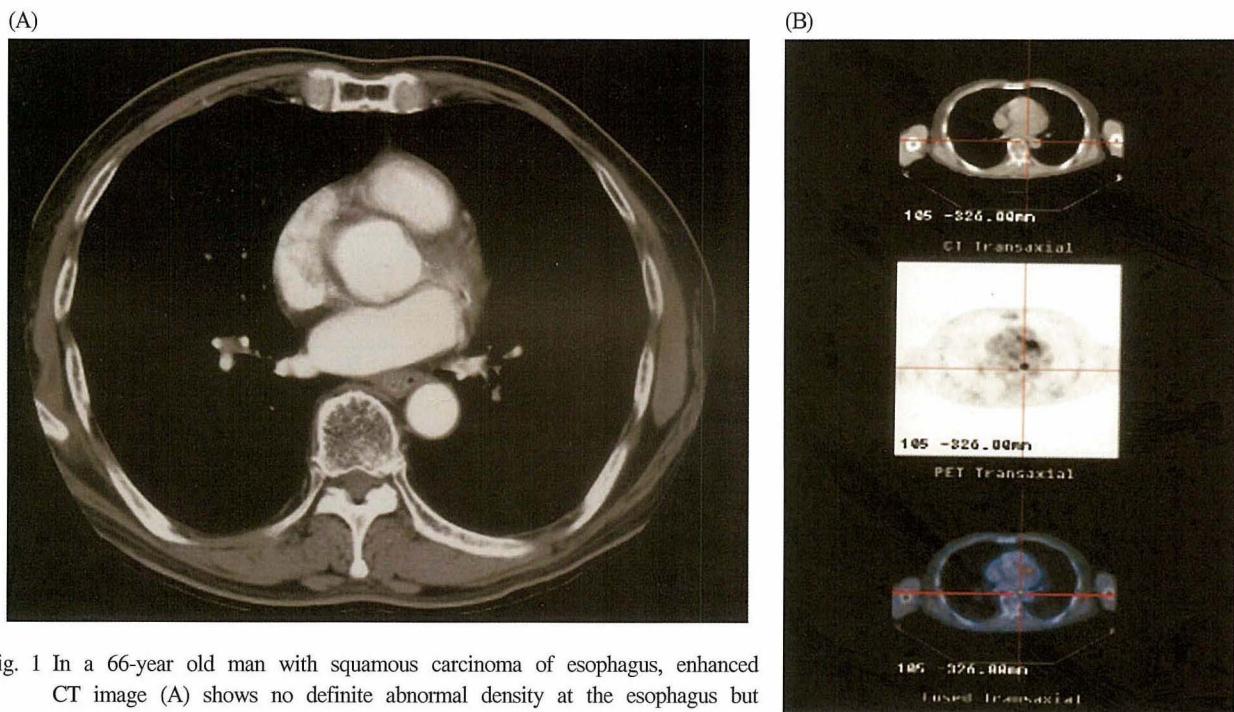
In a 66-year old man with squamous carcinoma of esophagus, enhanced CT image (A) shows no definite abnormal density at the esophagus but PET-CT image (B) shows the lesion of abnormal FDG uptake in the esophagus, which was confirmed by pathologic finding.
